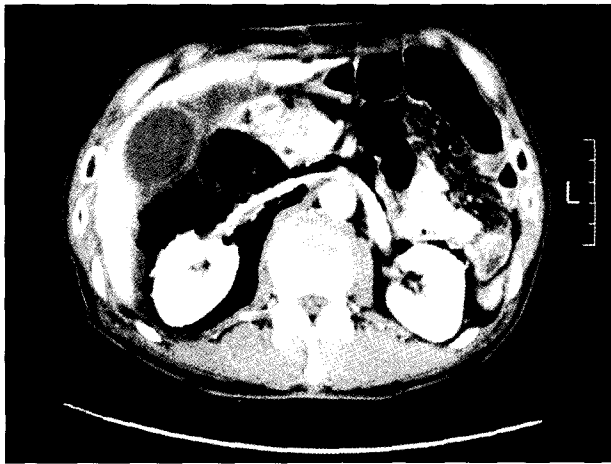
Abdominal computed tomography showed large amount of air and fluid collection at retroperitoneal space.
